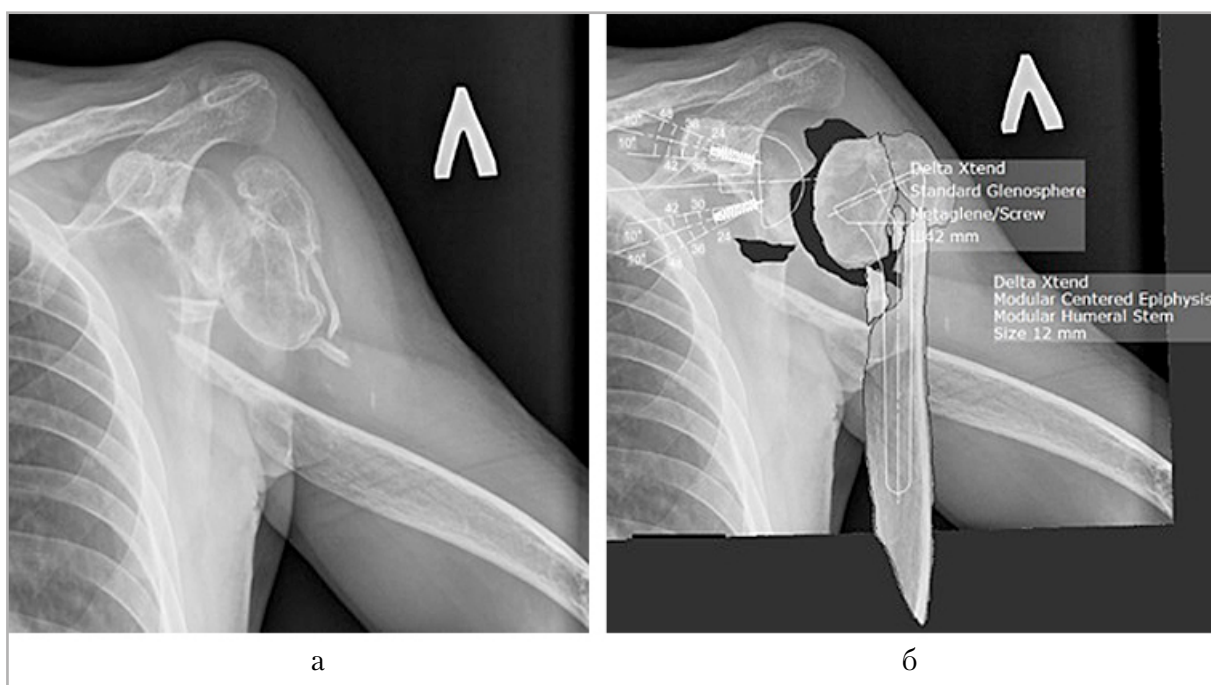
Рентгенограммы левого плечевого сустава в прямой проекции: *а* — многооскольчатый внутрисуставной перелом головки и верхней трети диафиза левой плечевой кости на фоне ограничения подвижности, вынужденного положения конечности; *б* — изображение после восстановления формы плечевой кости с планированием типа, расположения и размеров компонентов эндопротеза
